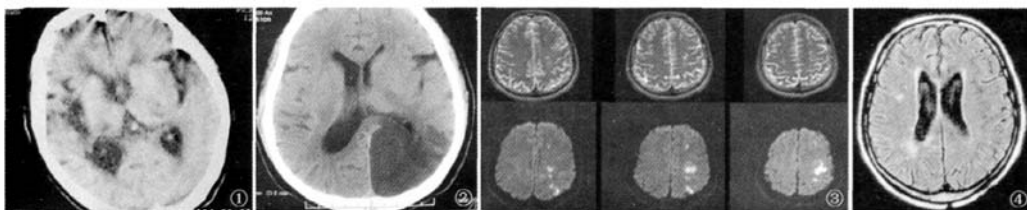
左侧外囊区片状、双侧丘脑腔隙性梗死 图 2 右侧PCA供血区及其与右侧MCA分水岭区梗死 图 3 上排: MRI T2WI, 左侧ACA和MCA以及PCA和MCA分水岭区不规则梗死灶;下排:弥漫加权成像, 表现为高信号 图 4 MRI T2WI, 右侧PCA和MCA分水岭区梗死, 右侧基底区腔隙性梗死灶
